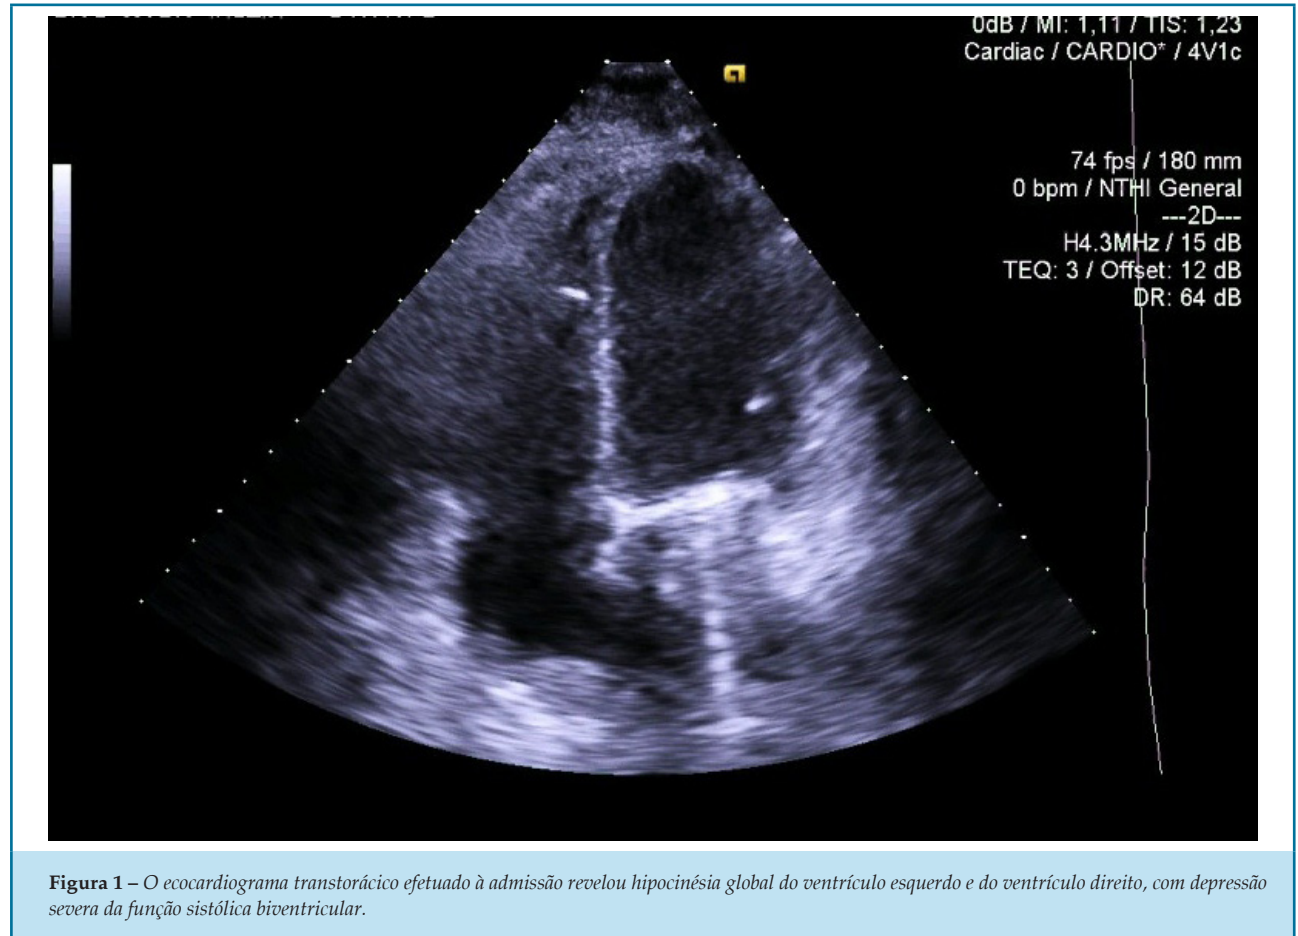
O ecocardiograma transtorácico efetuado à admissão revelou hipocinesia global do ventrículo esquerdo e do ventrículo direito, com depressão severa da função sistólica biventricular.
